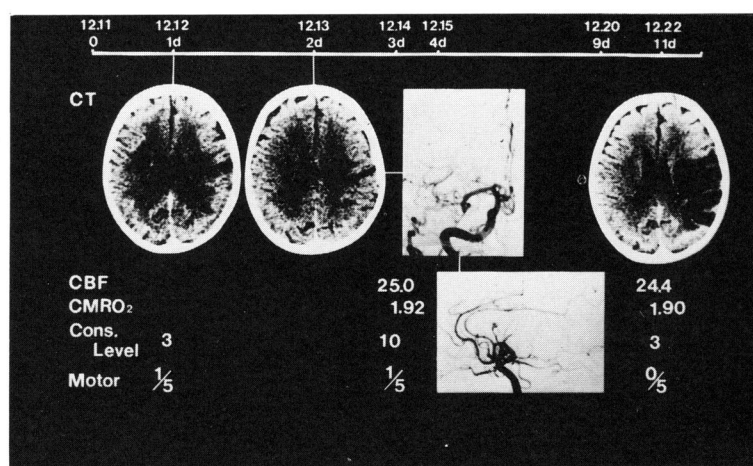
None operated case. The right carotid angiogram (CAG) demonstrates the inferior trunk of middle cerebral artery (MCA) occlusion. The serial CT scans show enlargement and evolution of low density area (LDA). Cerebral blood flow (CBF) was measured by Xenon inhalation method (initial slope index). Cerebral metabolic rate for oxygen (CMRO₂) = AV Difference × CBF, Motor means motor strength.
